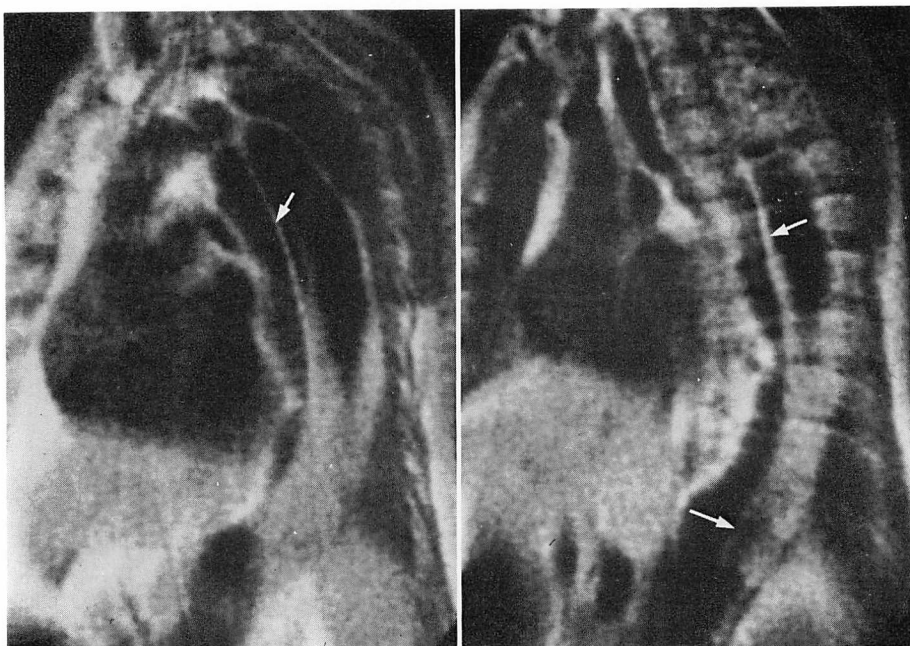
Left anterior oblique MRI in a case of Group I with type B aortic dissection.
